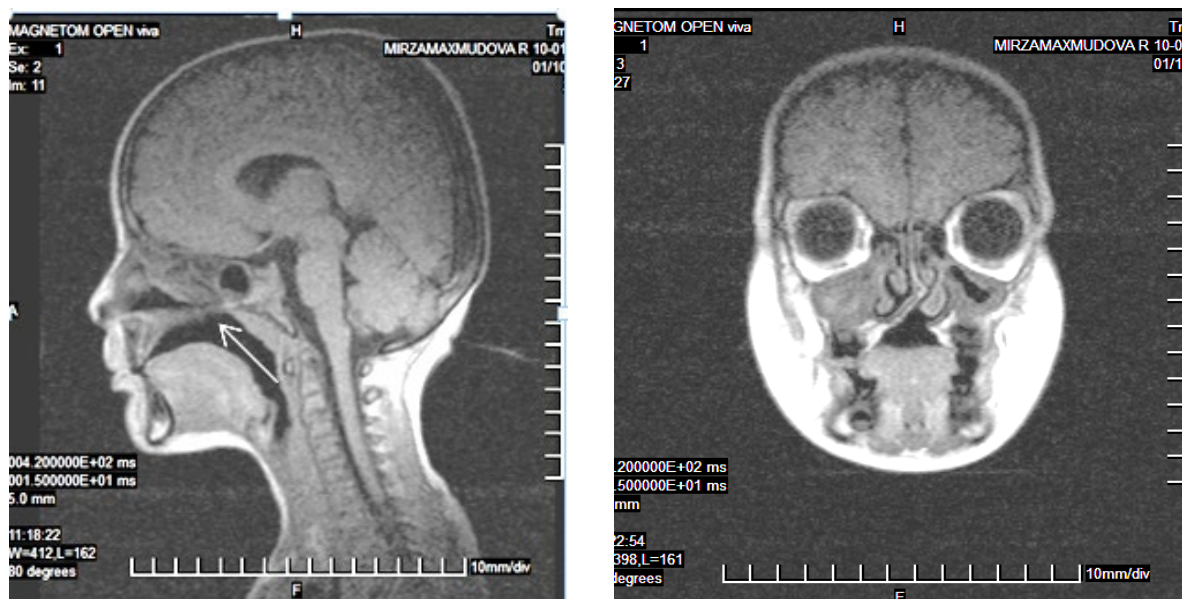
МРТ больной М., 6 лет, с ВРН до операции. Срединная сагиттальная и коронарная проекция (стрелка указывает на дефект)
